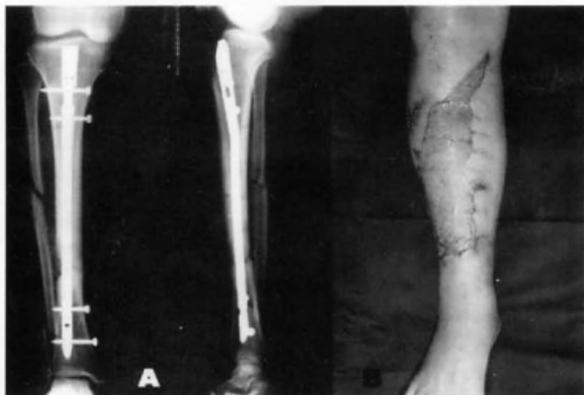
Radiography shows complete union at 6 months after operation
